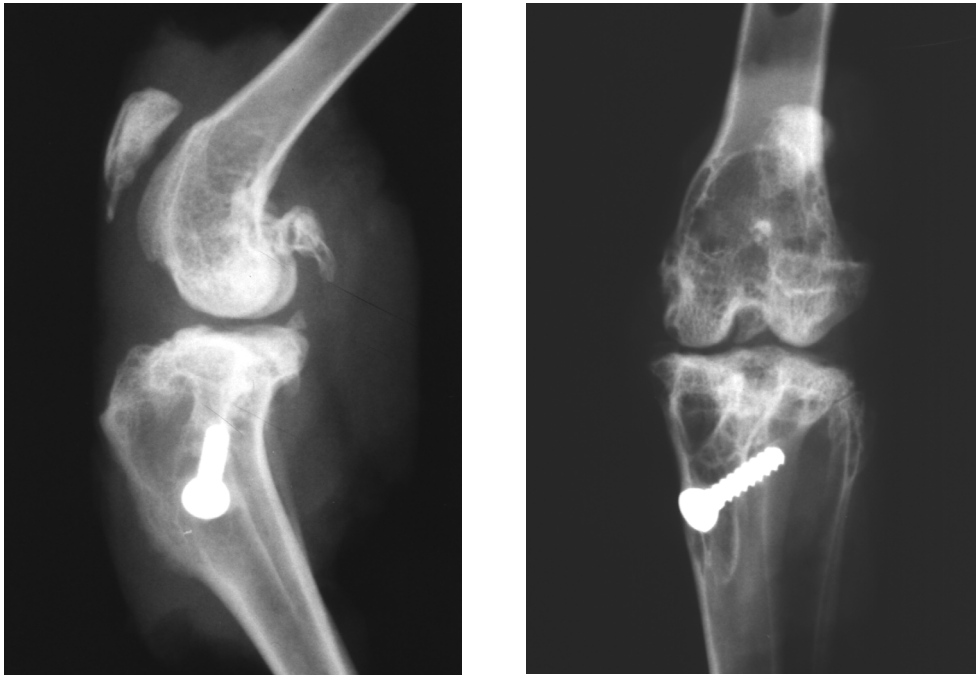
a, b: Röntgenaufnahmen des linken Kniegelenkes in 2 Ebenen 56 Wochen postoperativ der Gruppe C. Kaudaler Patellaosteophyt, mäßiggradige Arthrose mediales und laterales Kompartiment. Divergierende Schraubenlage tibial mit stark sklerosiertem Bohrkanal an anatomometrischer Position.
